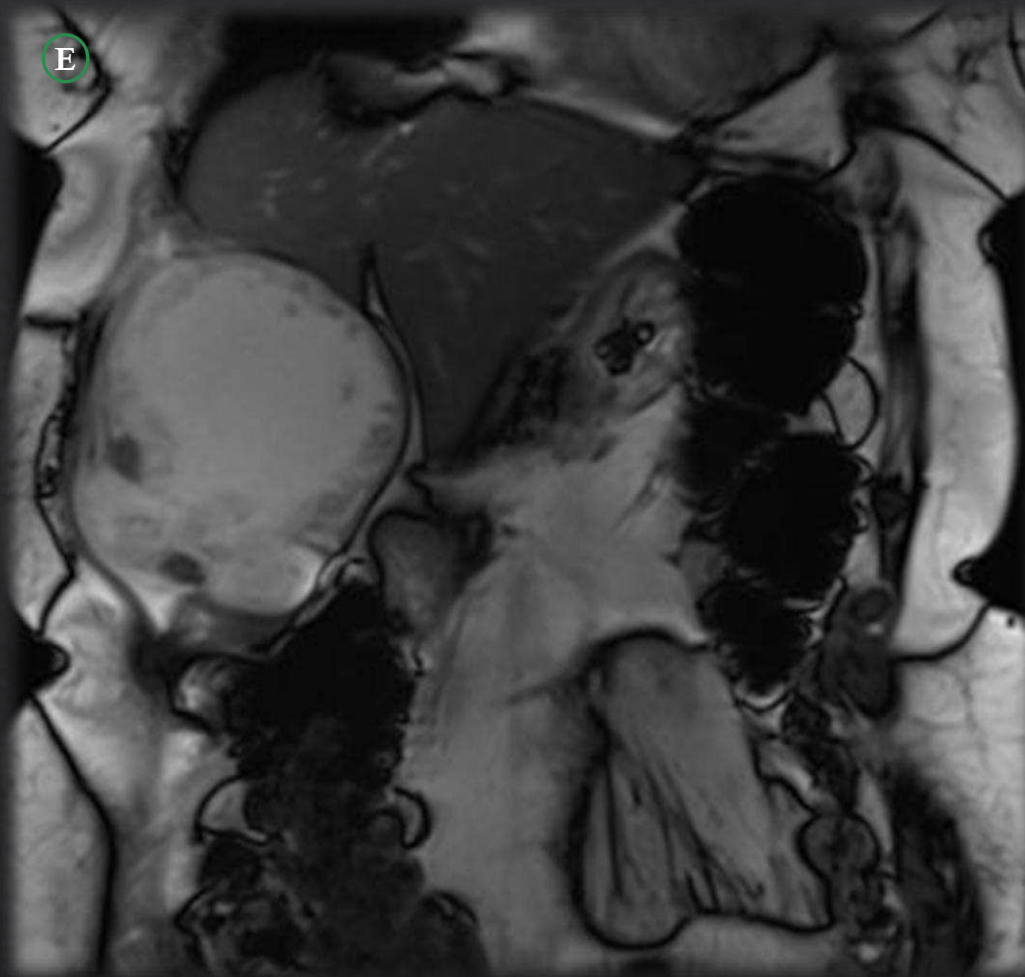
E: RM toracoabdominal secuencias T2 Haste y TRUFI en plano coronal.
